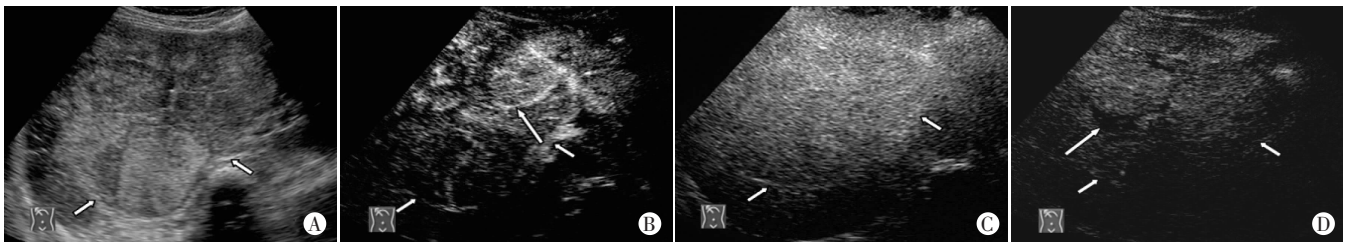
同一肝局灶性结节增生病灶常规超声及 CEUS 声像图
